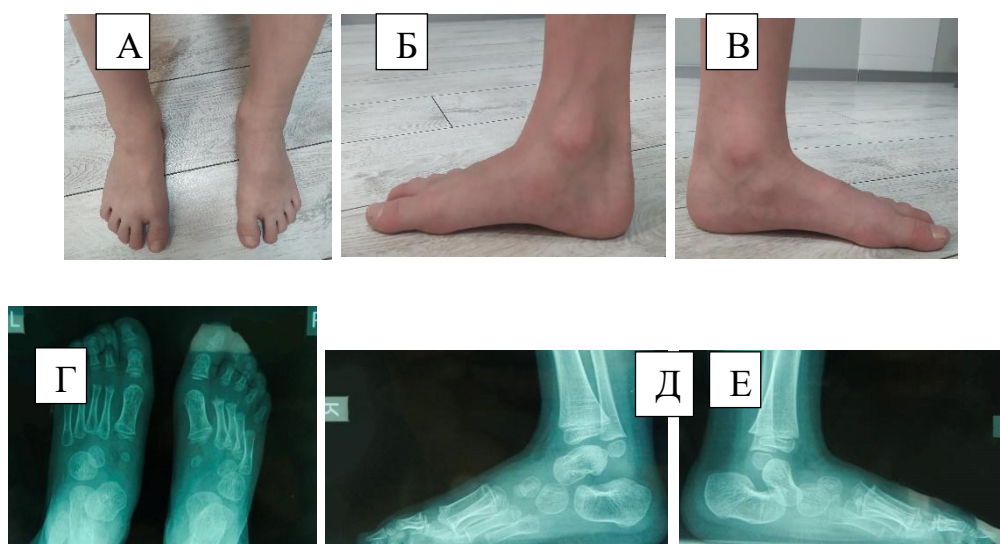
Фото стоп ребенка для определения положения на рентгенографии. Рентгенограммы стоп. А, Г – прямая проекция; Б, В, Д, Е – боковая проекция стоп с нагрузкой
